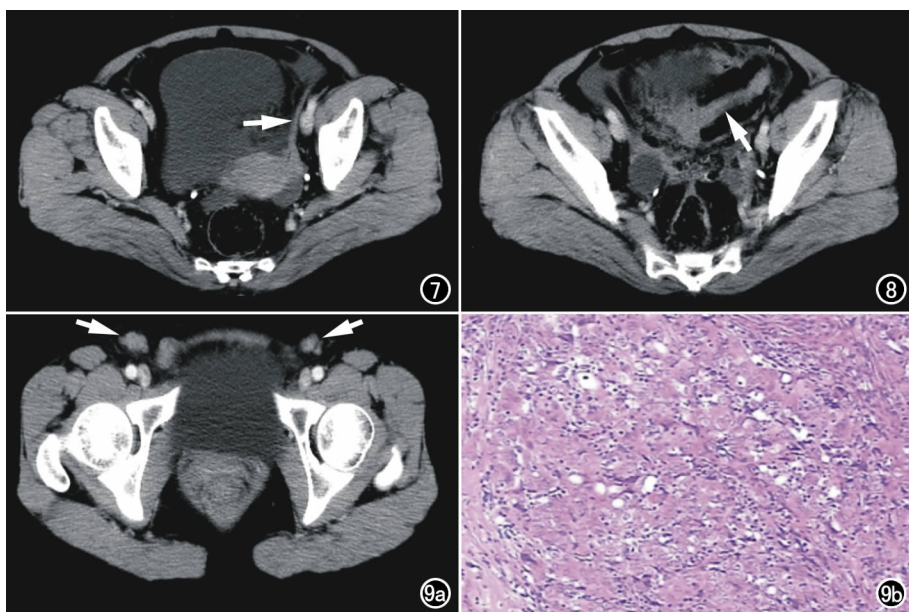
55 岁,左侧原发性输卵管癌,横轴面增强 CT 示左侧子宫圆韧带均匀增粗(箭)。
